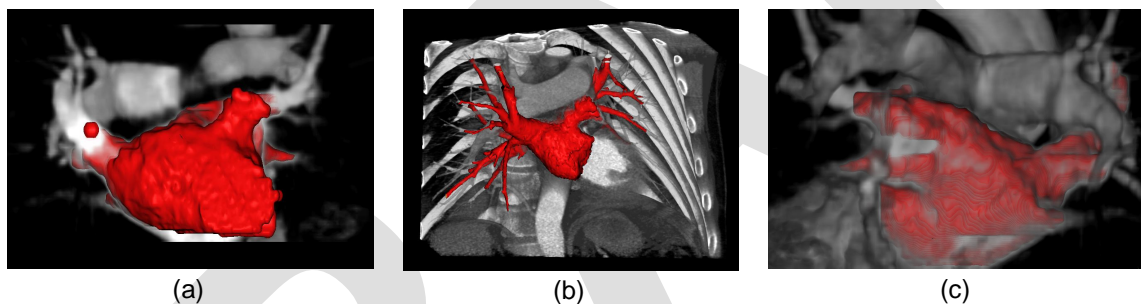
Volumetrische Aufnahmen des linken Vorhofs . Neben den dreidimensionalen Daten wird der segmentierte linke Vorhof als Oberflächenmodell in rot dargestellt. In (a) ist ein Beispiel für eine Magnetresonanztomographie, in (b) für eine Computed-Tomographie und in (c) für eine Kegelstrahl-Computed-Tomographie, die mit *syngo DynaCT* (Siemens AG, Healthcare Sector, Forchheim, Deutschland) errechnet wurde.
